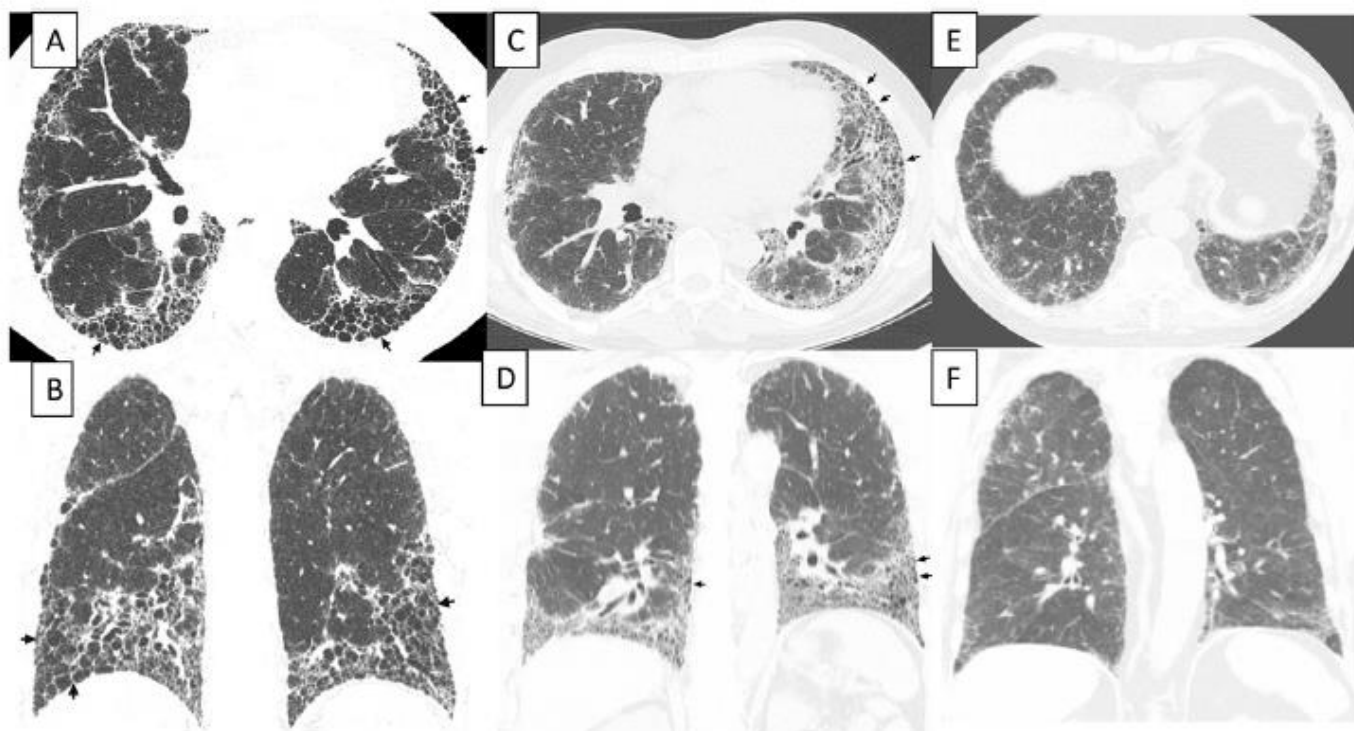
Imagens de tomografia de tórax demonstrando o padrão PIU e padrão possível PIU. Padrão PIU (A e B), com o faveolamento extenso: Imagens em plano axial e coronal mostram reticulação predominante basal e periférico, reticulação com camadas multiplas de faveolamento (setas). (C e D) Teste padrão de PIU, com faveolamento menos grave mostram reticulação predominante basal e perferica, com faveolamento subpleural (setas). (E e F) Possível Padrão PIU: Mostram reticulação predominante periférica e basal , com quantidade moderada de opacidades em vidro fosco, mas sem faveolamento.Fonte: [5]
